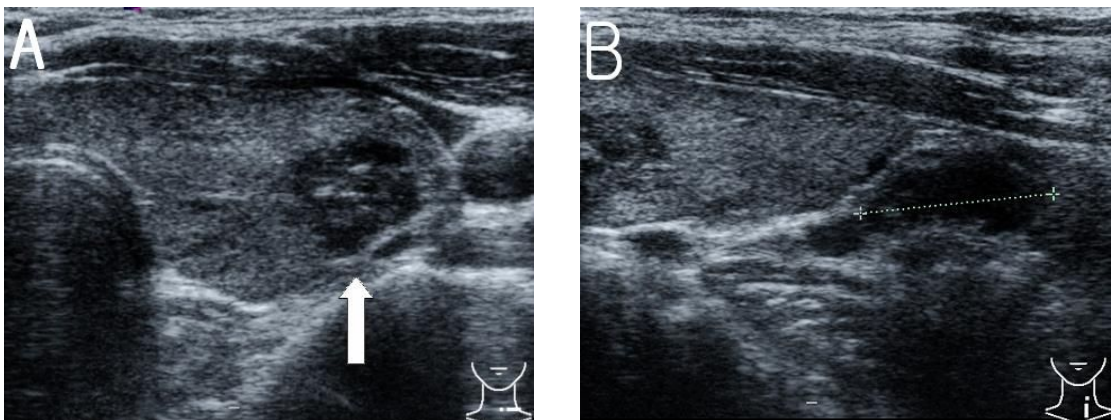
Ultrasonographic findings. (A) Left lower lobe of the thyroid gland has hypoechoic nodule (14 mm size) with internal calcifications and irregular margin. (B) Enlarged lymph nodes at left infrathyroid level.
